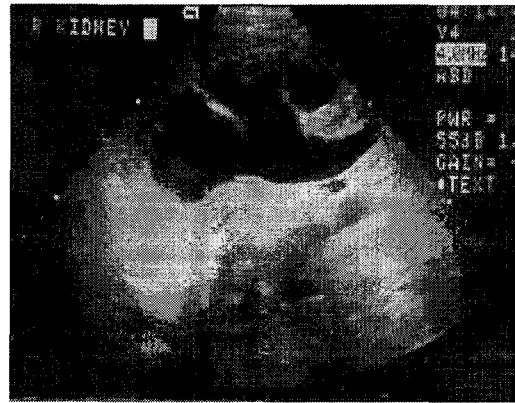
Ultrasonogram shows marked dilatation of pelvocalyceal system and proximal portion of ureter in right kidney.
